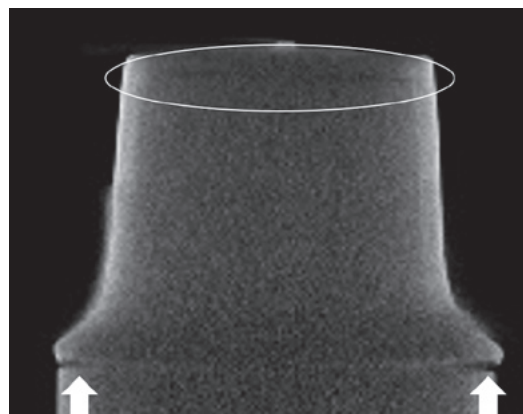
厚さ 1.0mm のクラウンの CT 画像
